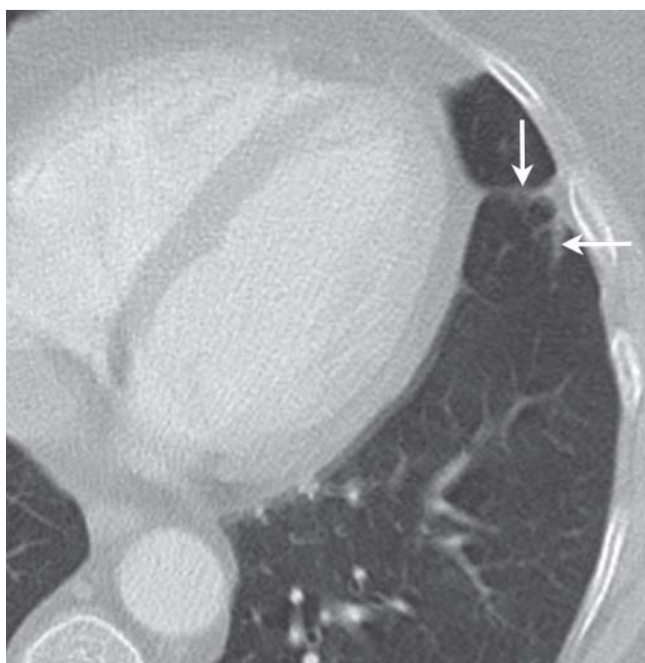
CT mit Parenchymbändern in der Lingula (Pfeile).
